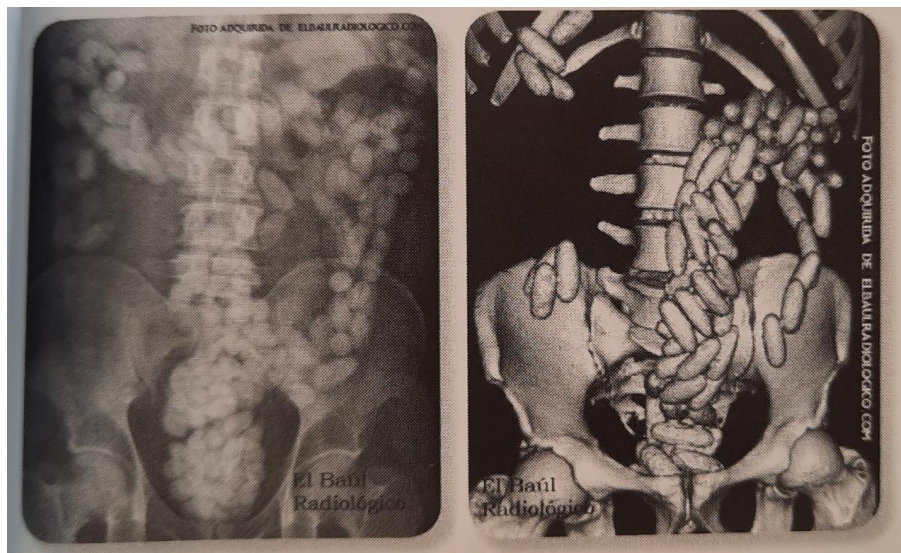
Radiografías abdomen ap. Mulas. (Cuéllar, 2019, pág. 59)
